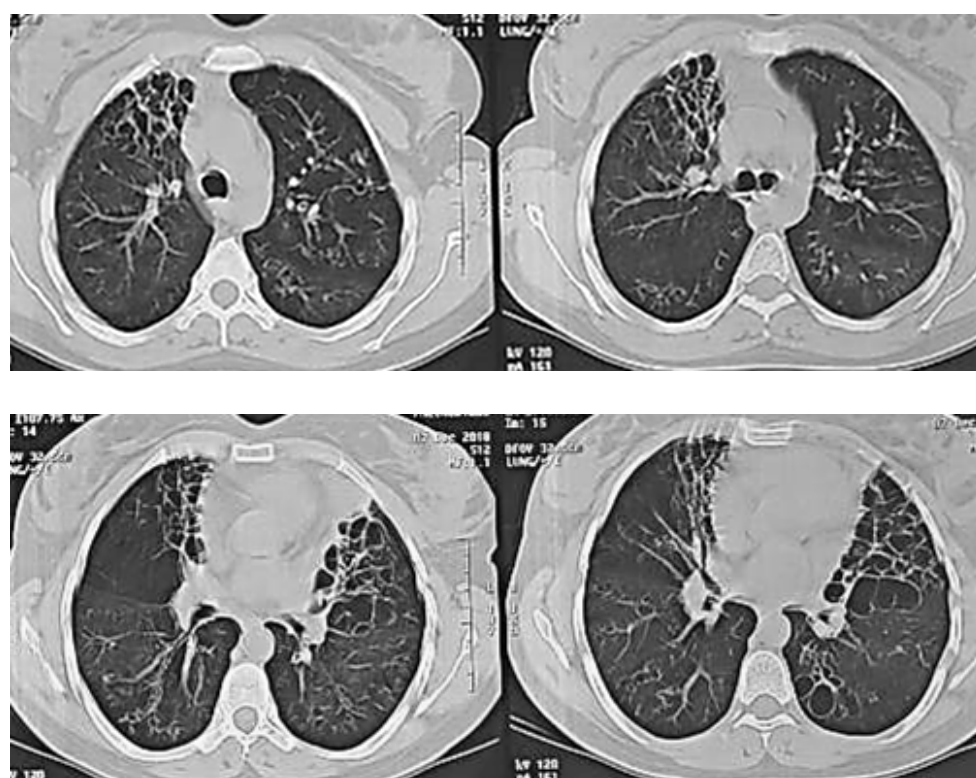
TDM thoracique montrant emphysème pan lobulaire diffus à prédominance basale associé à des DDB diffuses et bilatérales
